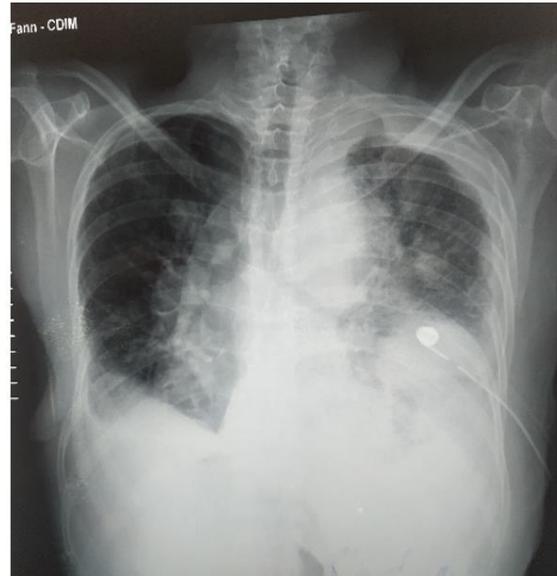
radiographie du thorax contrôle à J1 après pleurodèse gauche.
